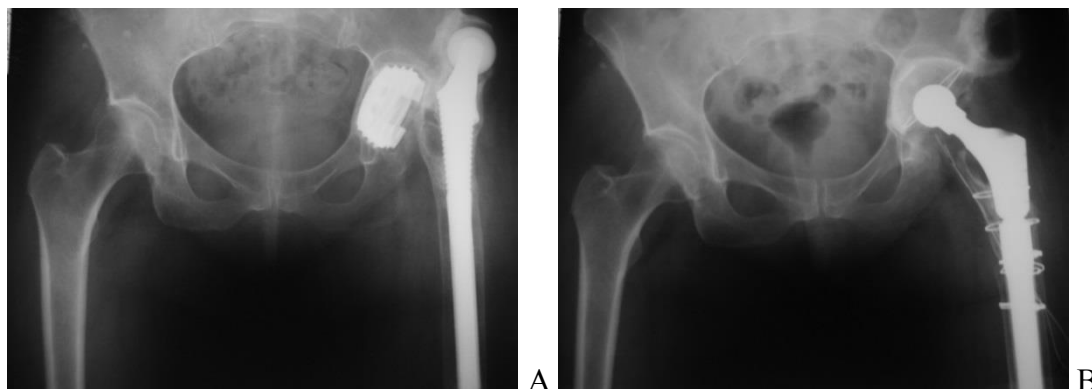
А. Рентгенограммы пациентки Е., 43 лет. Застарелый вывих эндопротеза левого тазобедренного сустава. В. Рентгенограммы после ревизионного тотального эндопротезирования с заменой вертлужного компонента на полиэтиленовую чашку ЭСИ цементной фиксации, бедренного компонента - на ножку Cerafit revision бесцементной фиксации.
